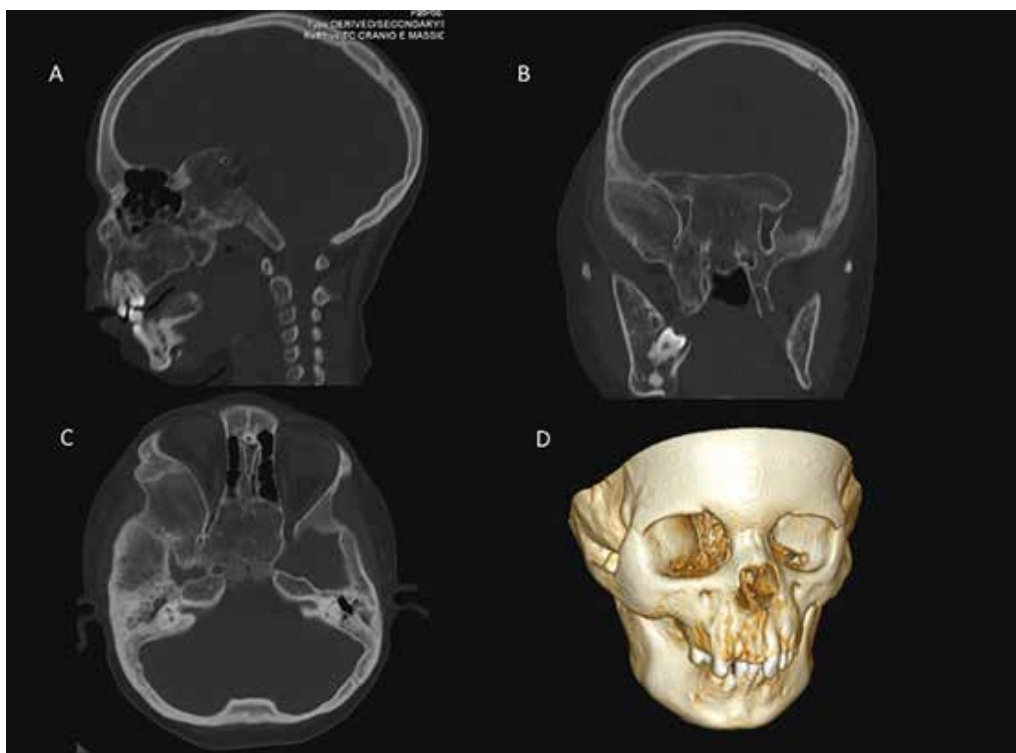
Le immagini TC nei tre piani ortogonali dello spazio documentano un'evidente asimmetria facciale con prominenza dell'emivolto destro per aspetto dismorfo e struttura ossea sovvertita, con aspetti a "vetro soffiato" dell'osso sfenoide, mascellare e zigomatico, dell'emimandibola, oltre che delle ossa della teca cranica in sede frontale e temporale. C. Le scansioni TC assiali documentano riduzione di volume dell'orbita destra con relativo esoftalmo del bulbo oculare omolaterale. D. La ricostruzione 3D conferma l'evidente quadro di dismorfismo osseo dell'emivolto di destra ed in particolare l'aspetto iperplastico dell'emimandibola destra, con associata alterazione della dentizione e l'aspetto rigonfio della parete laterale dell'orbita destra, quest'ultima ridotta in ampiezza.
